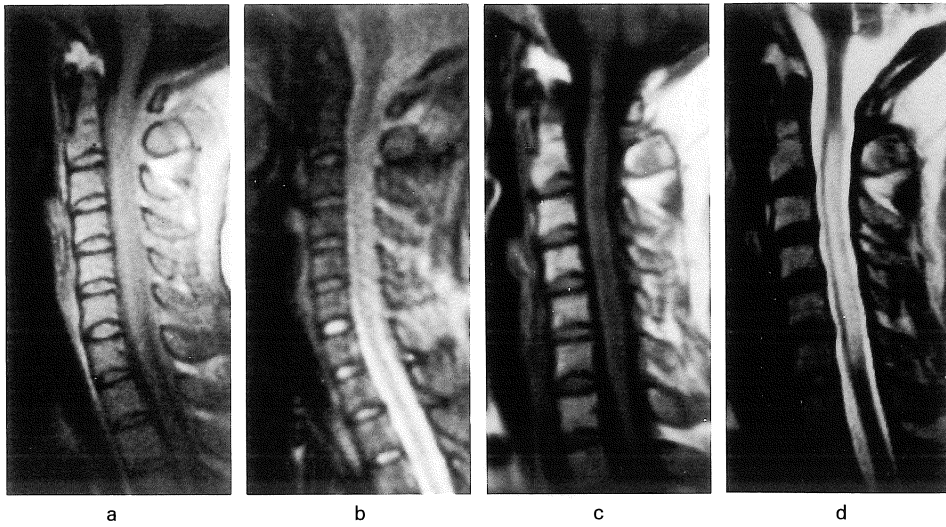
Case 1. Sagittal T₁-weighted (a) and T₂*-weighted (b) images show a posterior epidural abscess compressing the spinal cord at C₂-C₆ level. Follow up MRI obtained after 3 months shows an abnormal intensity, hypointensity on T₁-weighted image (c) and hyperintensity on T₂-weighted image (d), in the swollen spinal cord at C₂-C₆ level.
